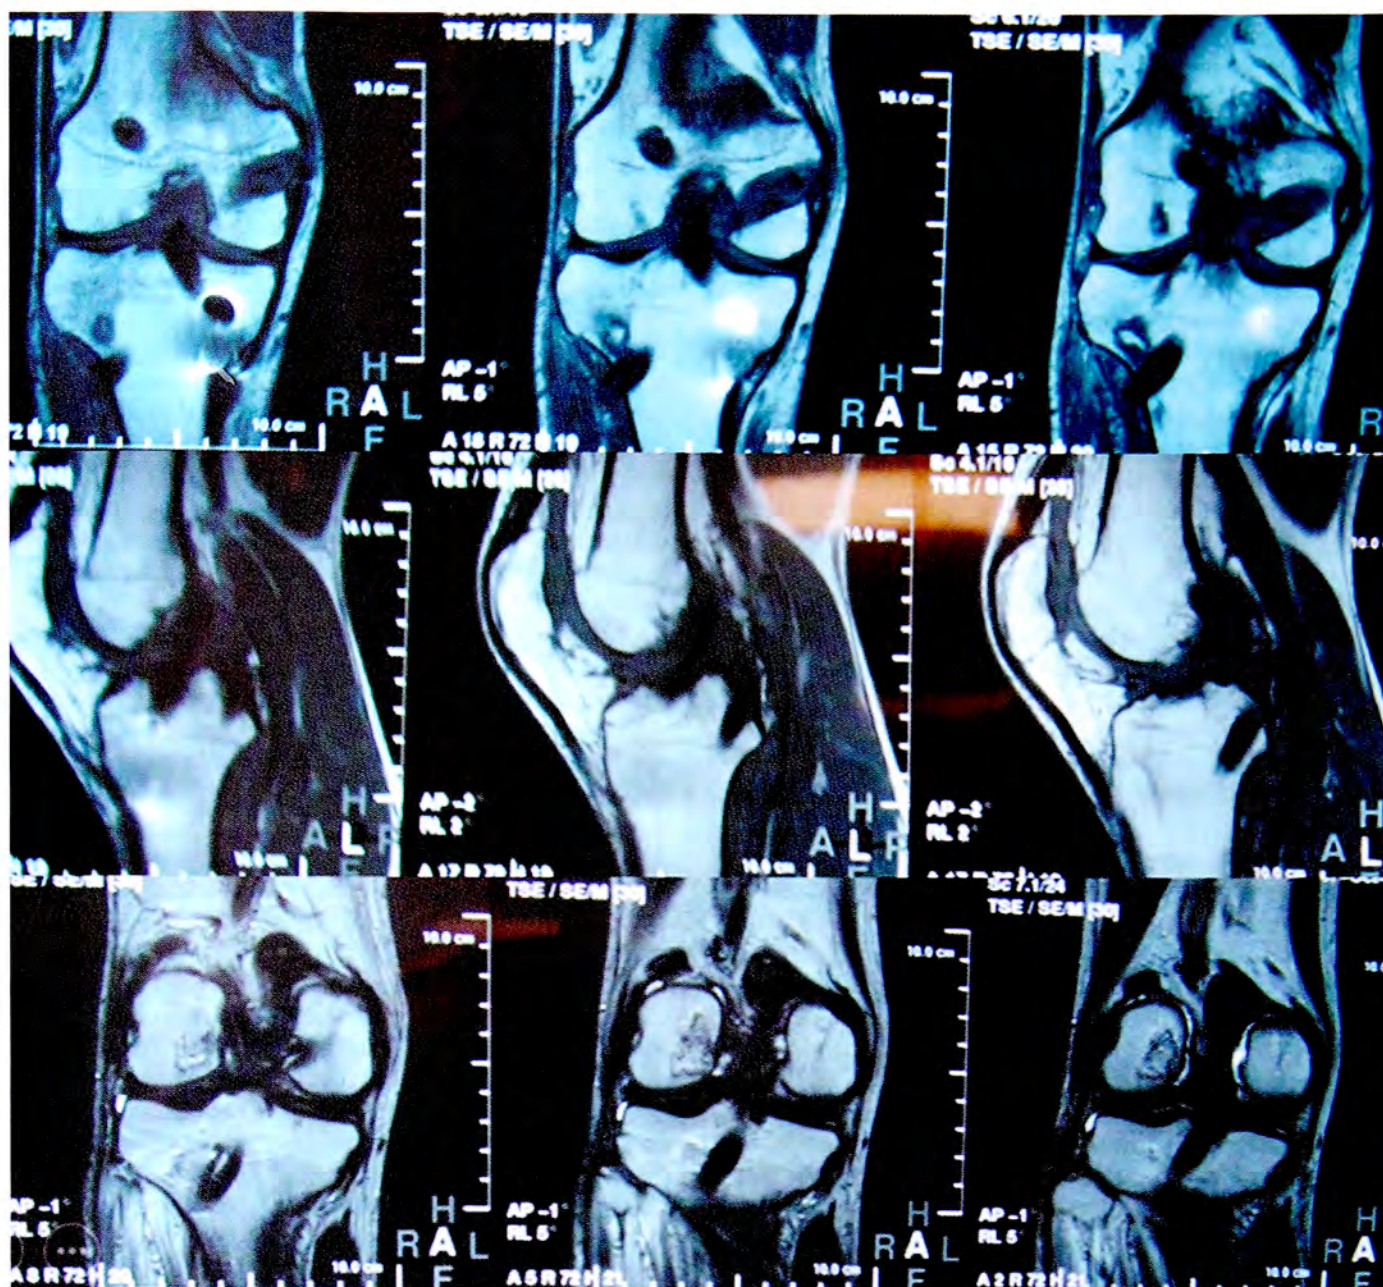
МРТ-картина через 12 мес после одномоментной пластики ПКС и ЗКС.
